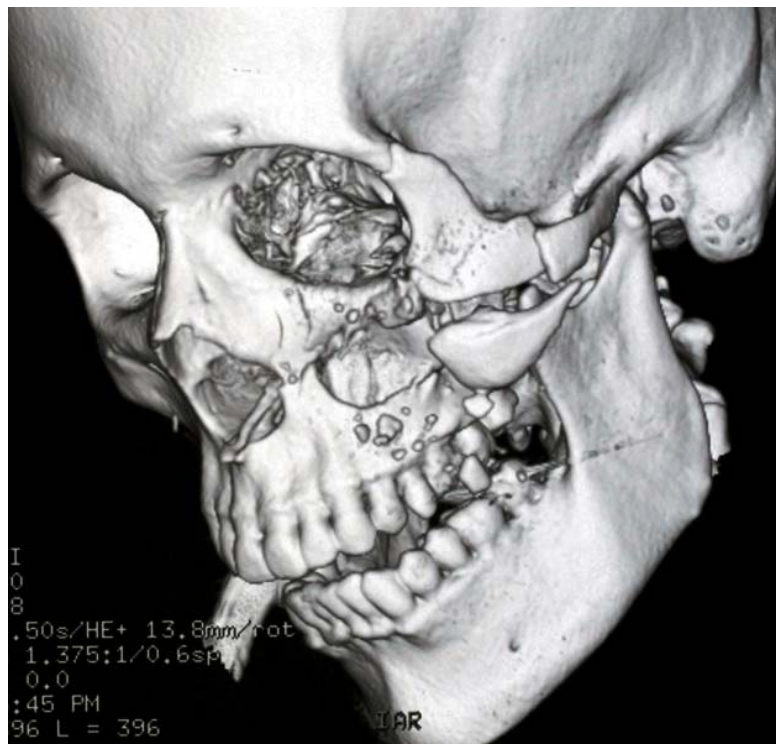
3D CT einer komplexen lateralen Mittelgesichtsfraktur (Quelle: WMKG)
